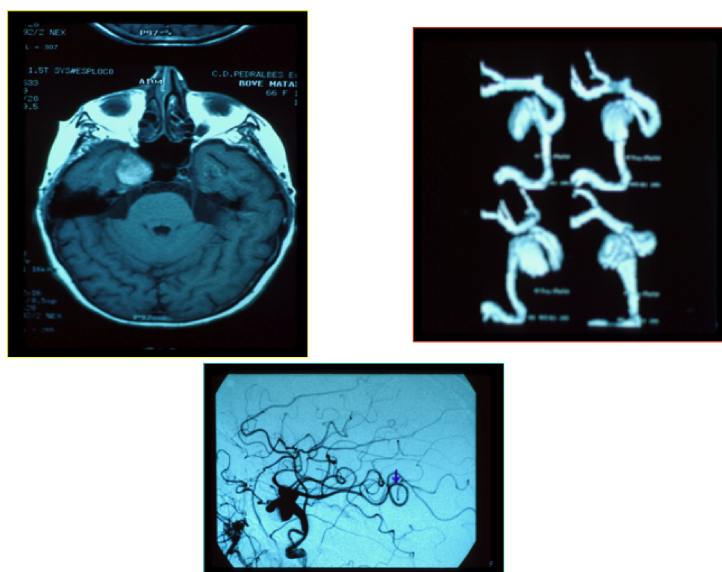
Aneurisma cavernoso derecho visto en RM (a), angioTAC (b) y angiografía (c).
